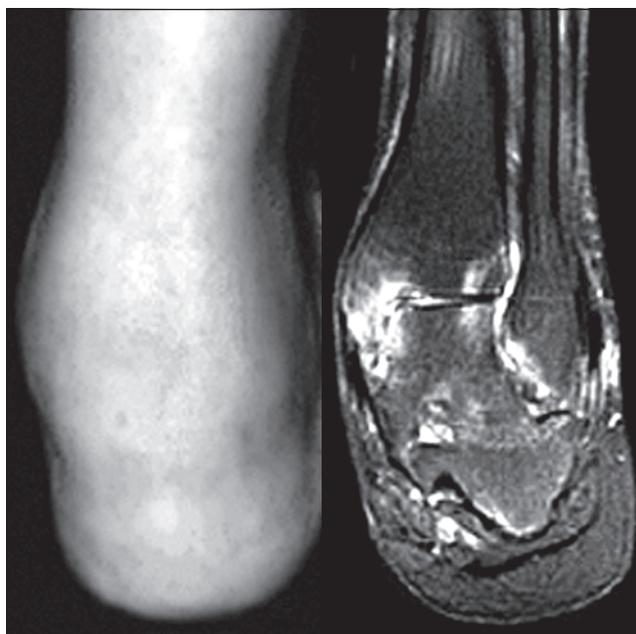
АС. Внешний вид и магнитно-резонансная томография ахиллодинита у взрослого больного мужчины
